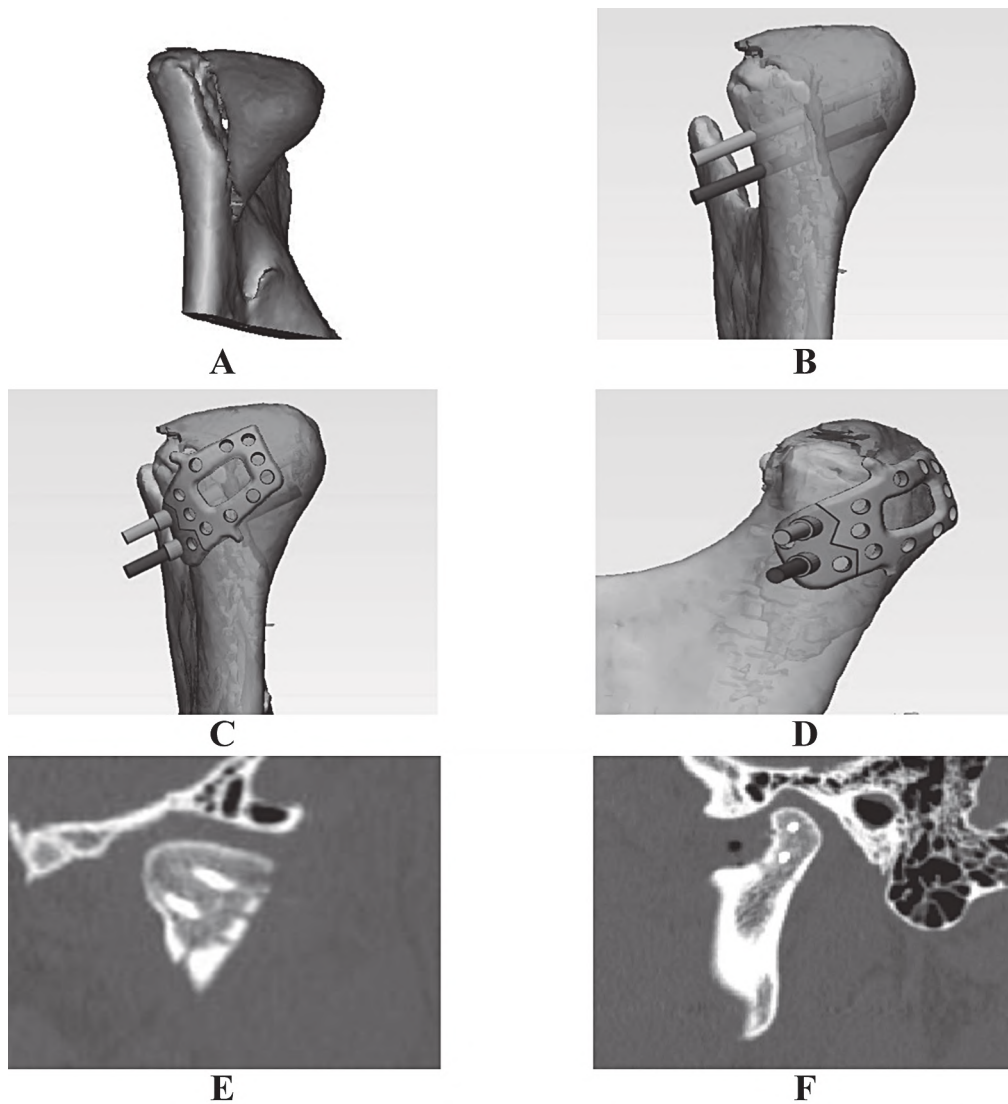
А, В – віртуальна репозиція та позиціонування гвинтів для фіксації відламків пацієнта з переломом голівки НЩ. С, D – репозиційна та навігаційна частини двокомпонентного шаблону. Е, F – післяопераційна комп'ютерна томографія.
